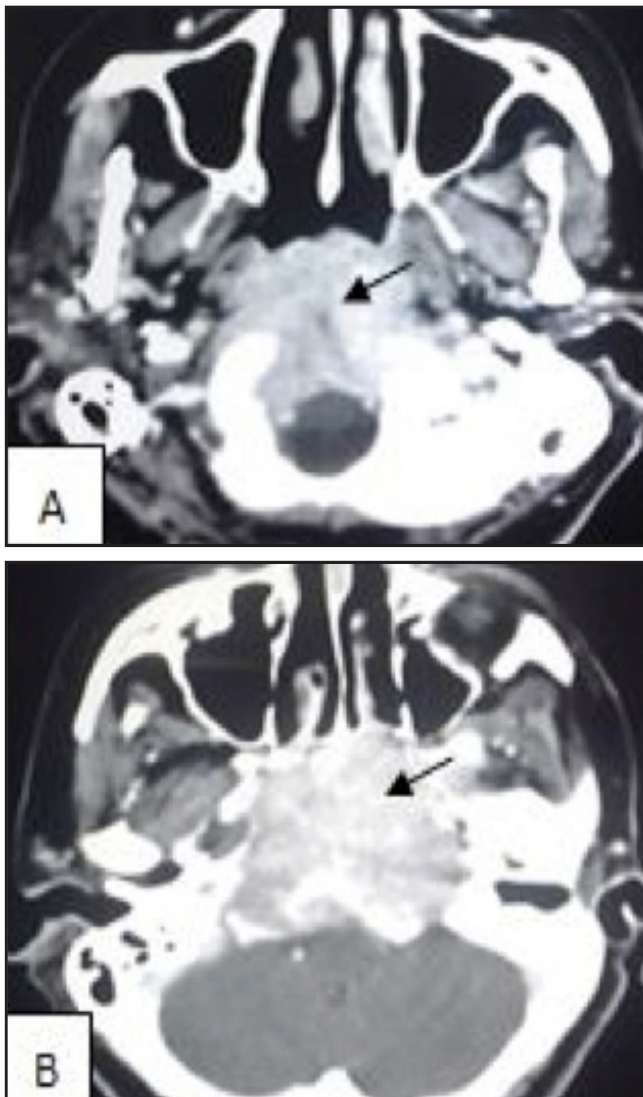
TDM du cavum en coupe axiale après injection du produit de contraste: A: une volumineuse tumeur au niveau des parois postérieure et latérale du cavum. B: lyse massive de l'os sphénoïdal avec une extension endocrânienne.
